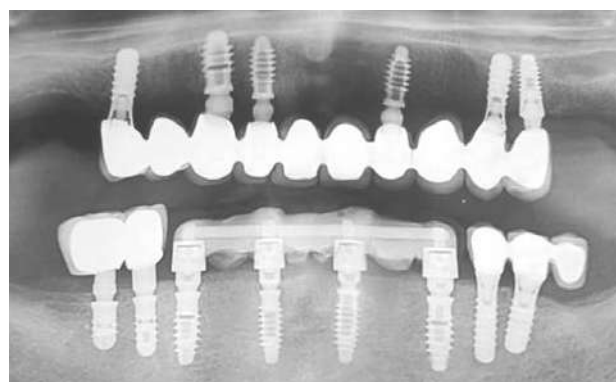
Controllo radiografico a 6 mesi; si noti la stabilità dei tessuti duri periimplantari
